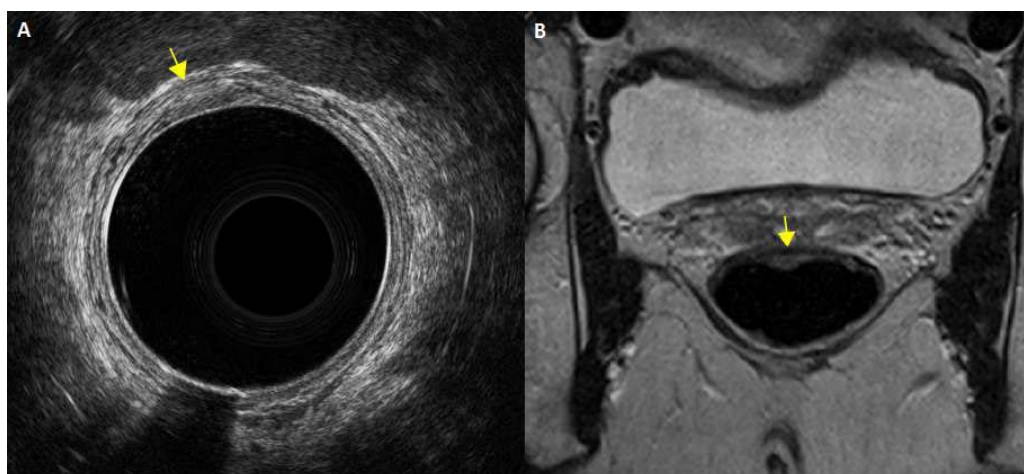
Tumeur du moyen rectum classée T1 visualisée en échoendoscopie (A) et en IRM coupe axiale oblique pondérée T2 (B)
